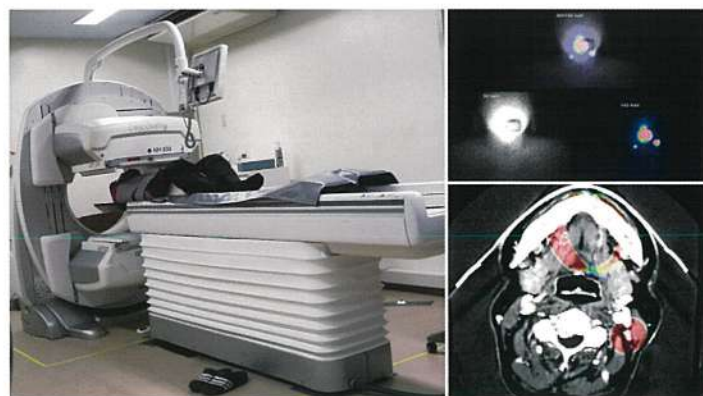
SPECT検査(GE製Discovery NM830)。ごく微量の放射性物質を含む薬(トレーサー)を患部の周囲に注入したのち、トレーサーの分布からセンチネルリンパ節の位置を確認します。
